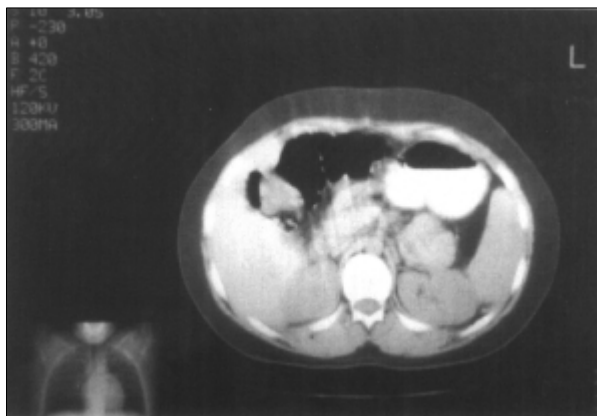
Tomografía axial computarizada. Corte a nivel de abdomen superior en plano similar al de la figura 3. Se aprecia que el diafragma izquierdo es normal tanto en su morfología como en su posición.
